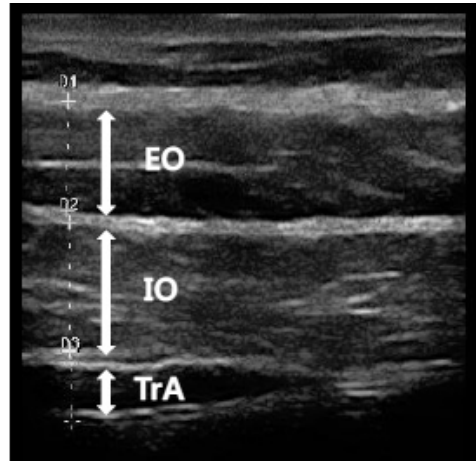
A transverse view of an ultrasound imaging of lateral abdominal muscles. TrA: transversus abdominis, IO: internal abdominal oblique, EO: external abdominal oblique
